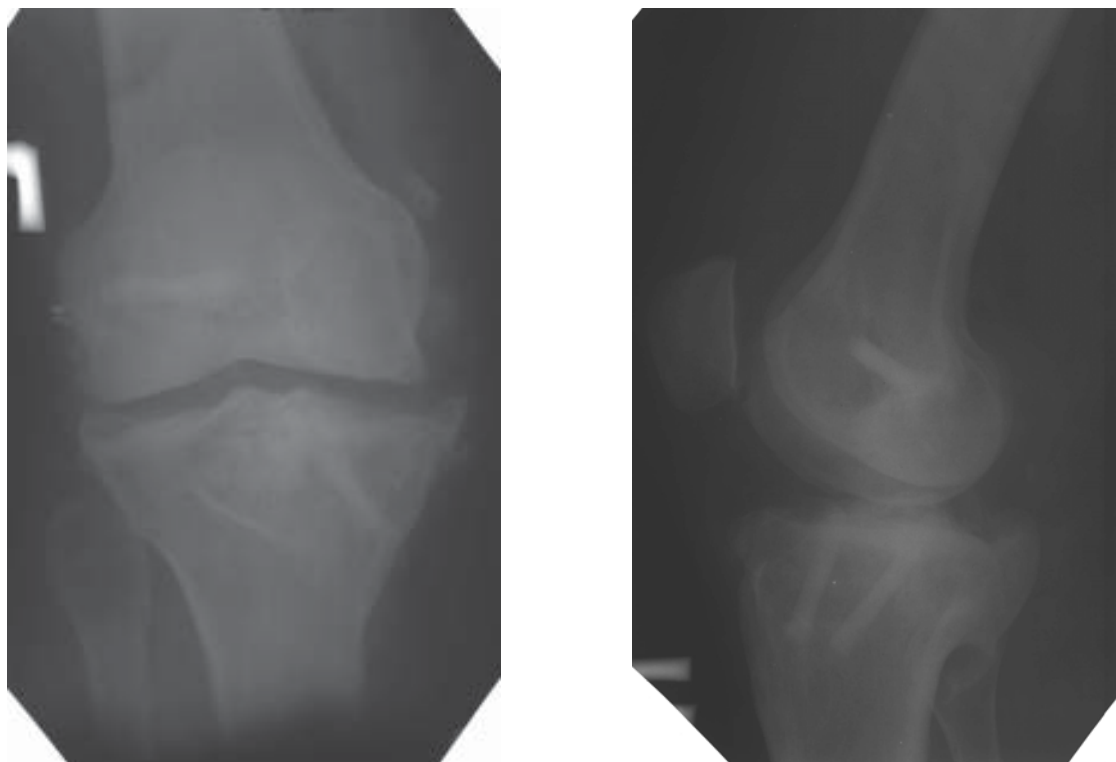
Рентгенограммы б-го М., ист. бол. № 57915, после операции: а – переднезадняя проекция; б – боковая проекция.
